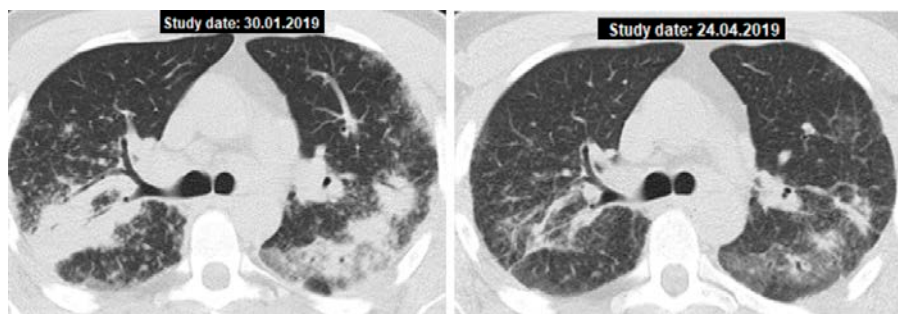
Саркоїдоз II стадії, КТ: консолідації в обох легенях у поєднанні з двосторонньою прикореневою лімфаденопатією та дрібновузликовою дисемінацією (зліва – до лікування, праворуч – після 3-місячної терапії метотрексомом)
